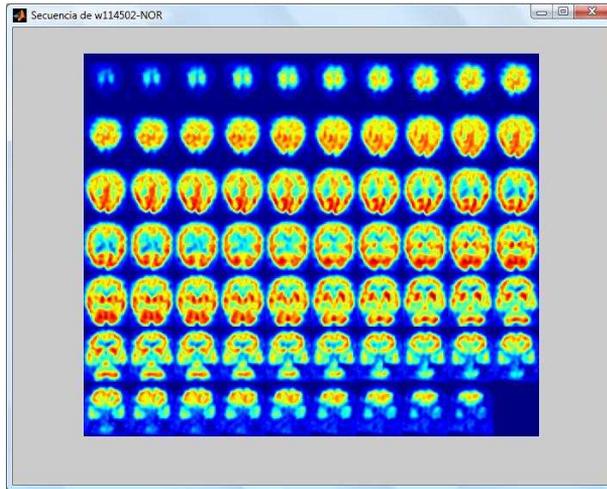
Sequence of an SPECT image
